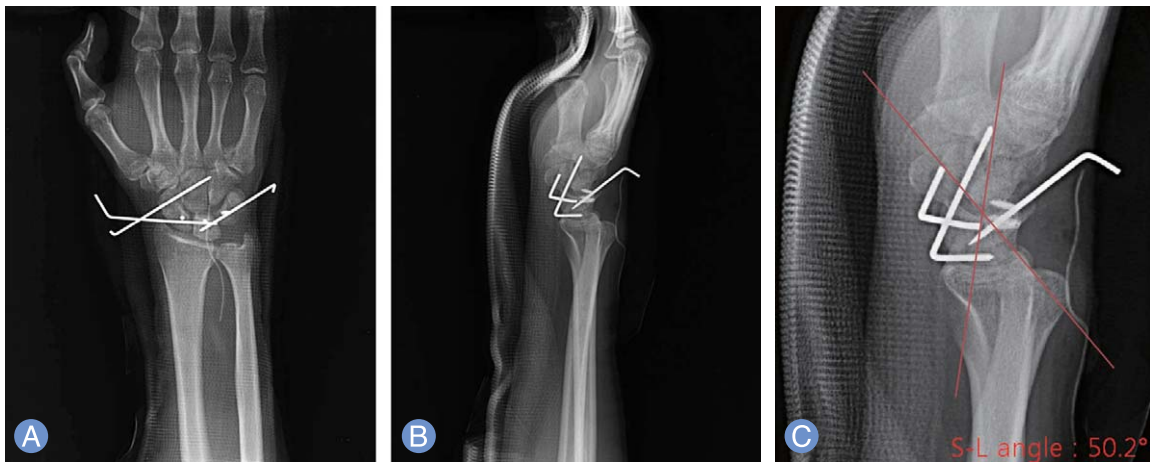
(A) Anteroposterior view. (B) Lateral radiographs of the wrist following open reduction and fixation. (C) Scapholunate angle: 50.2°.
